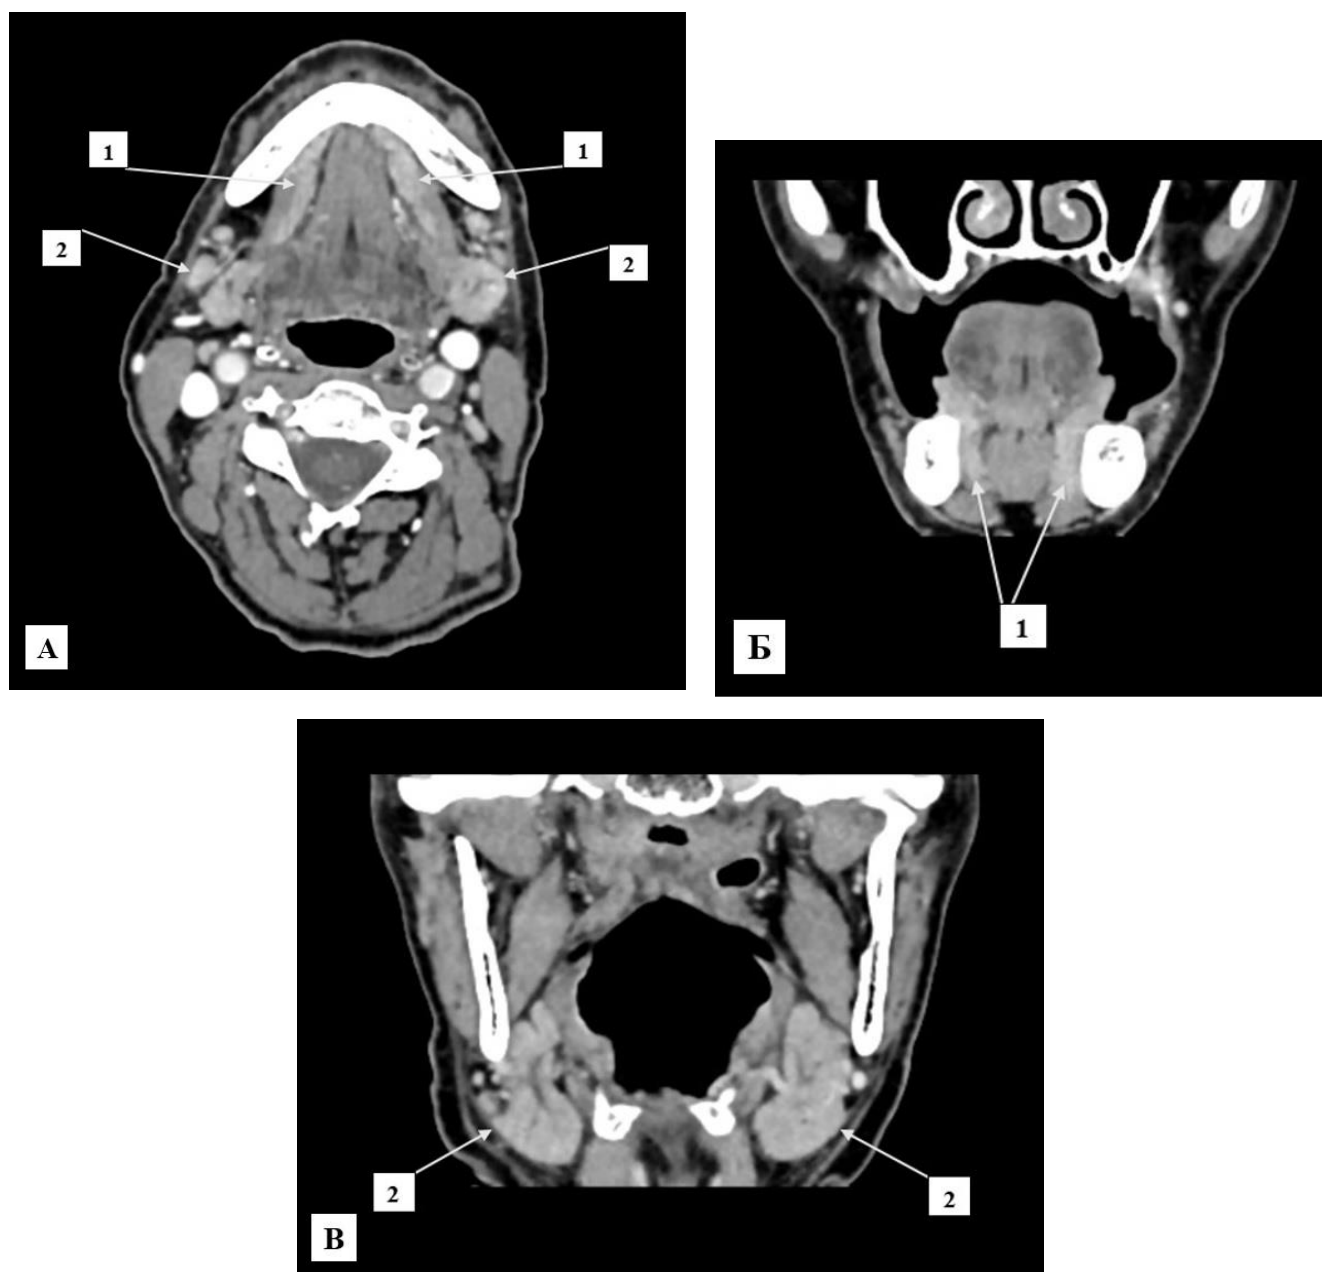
Компьютерная томограмма полости рта с внутривенным контрастированием, аксиальная проекция (А), фронтальные проекции: на уровне подъязычных желез (Б), на уровне подчелюстных желез (В). 1 – подъязычные железы, 2 – подчелюстные железы.
